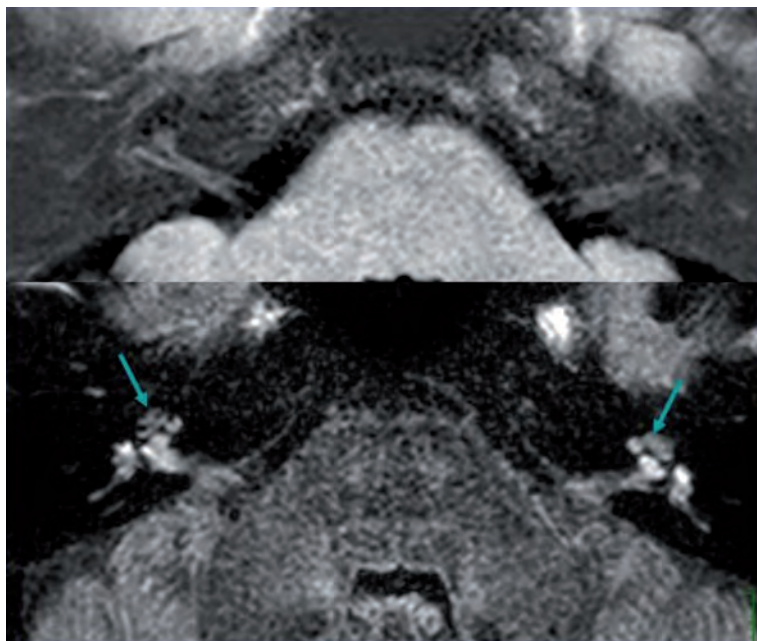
Image 3D IR Real en cours de mise au point (en haut). Sur l'image du haut (3D IR Real), le résultat semble séduisant à droite puisque l'on voit très bien l'hydrops endolymphatique cochléaire (*flèche 1*) qui correspond parfaitement à ce que visualisé sur l'image du bas (3D FLAIR) (*flèche 2*). A gauche, il se produit une dysharmonie puisqu'il existe une ébauche d'image similaire en IR Real (*flèche 3*) alors que le 3D FLAIR est univoquement négatif (*flèche 4*). Qui "a raison" à gauche de l'image 3D FLAIR ou de l'image 3D IR Real ? Il y a donc largement place pour une investigation s'agissant de ces techniques décrites dans la littérature.
